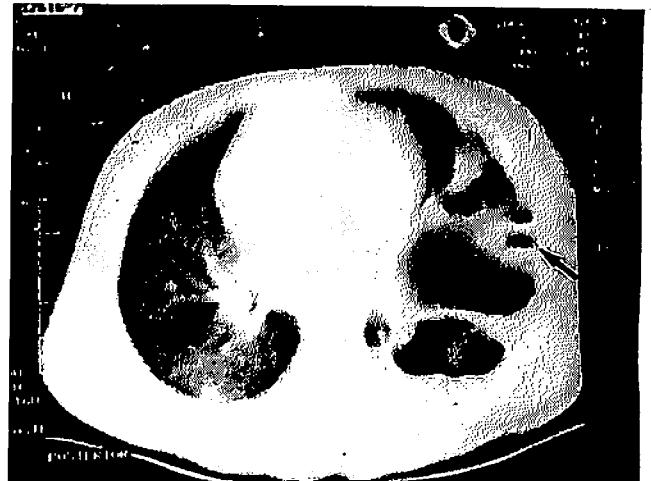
Tomografia computadorizada de tórax do mesmo paciente, realizado no décimo dia pós-drenagem, mostrando múltiplas septações, sem boa expansibilidade pulmonar. Observar dreno tubular (seta) junto ao gradeado costal.
